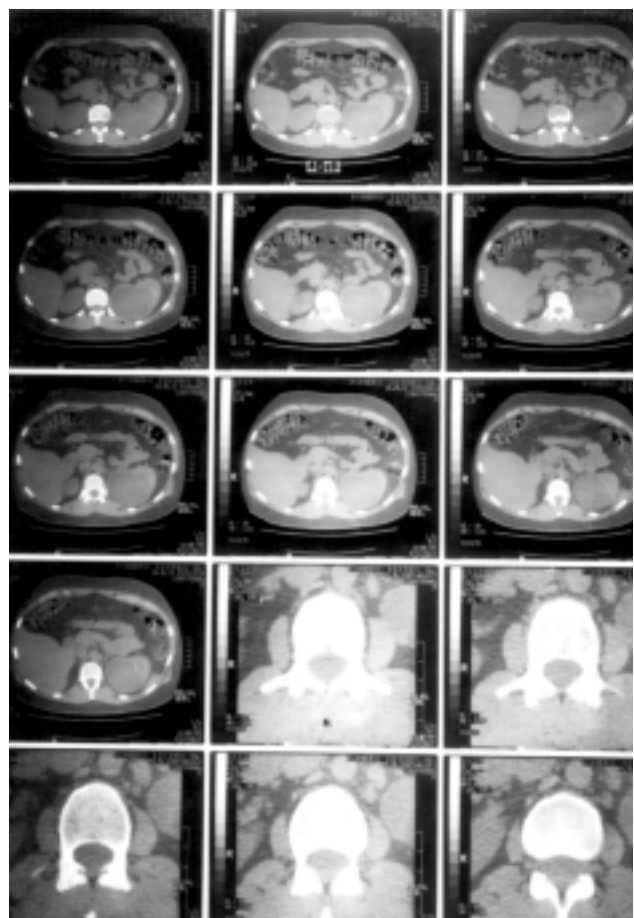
Tomografía axial computarizada de columna lumbar.
